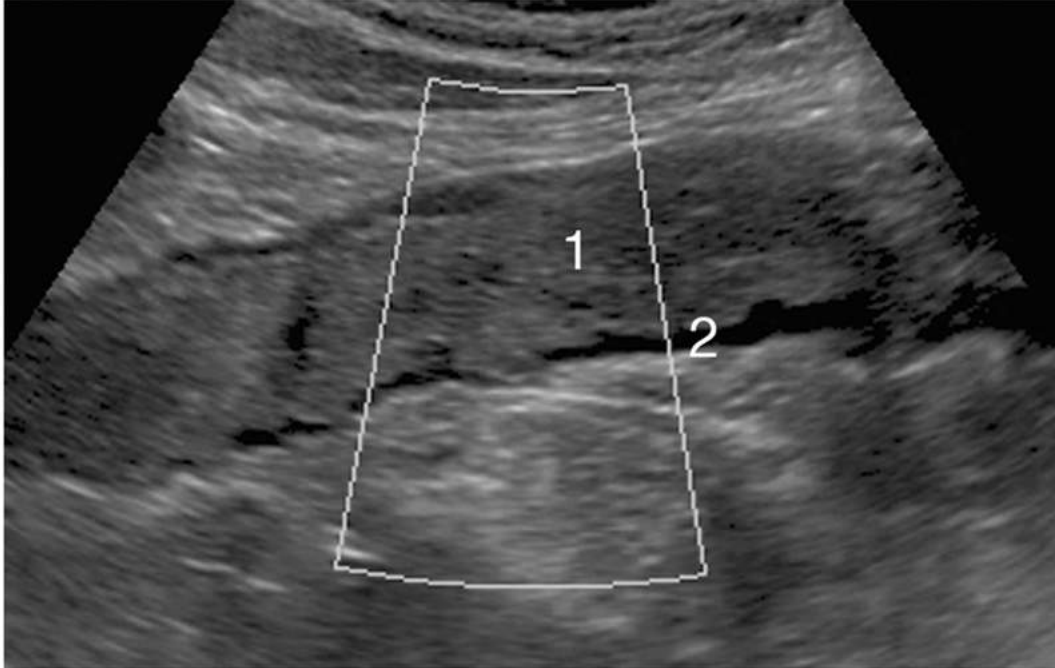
Colite ischémique. Doppler énergie.
